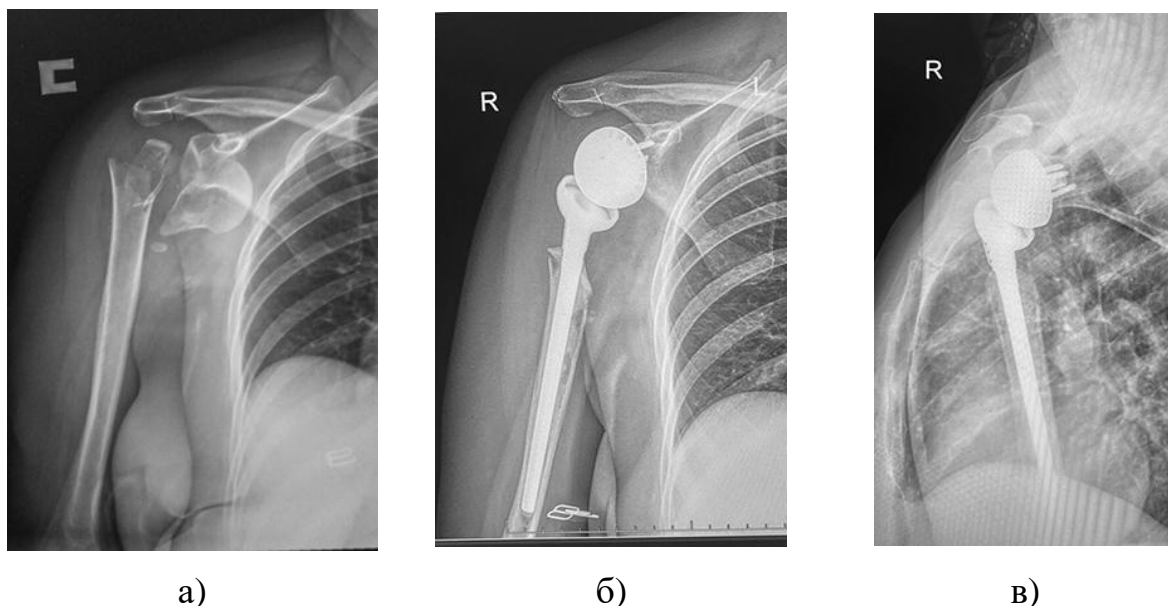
Фото рентгенограм пацієнтки О. (медична карта стаціонарного хворого №9141/1200): а) АО/ОТА 11С21 (травма побутова 04.11.2021); б, в) після тотального гібридного ендопротезування правого
